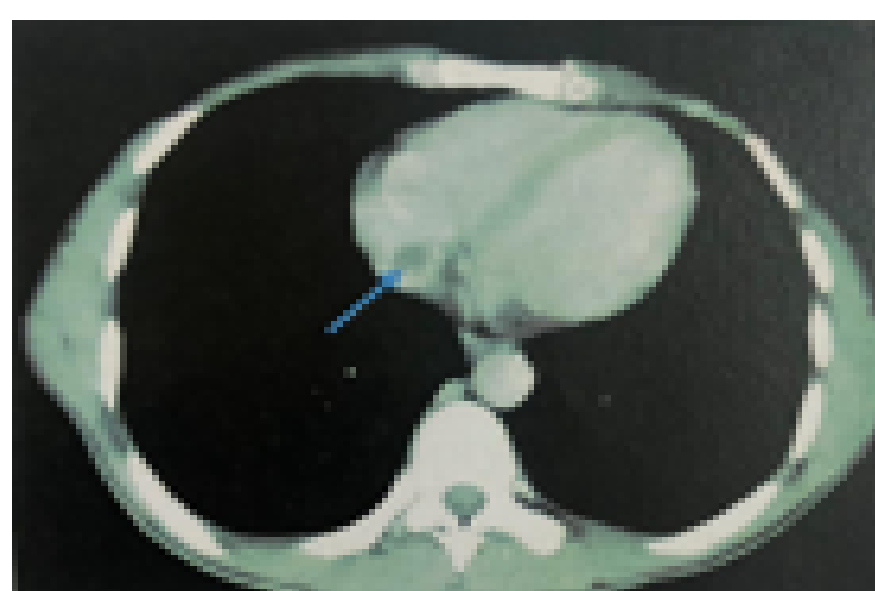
Angio-TDM thoracique (fenêtre médiastinale) montrant un thrombus intra-auriculaire droit (flèche)
